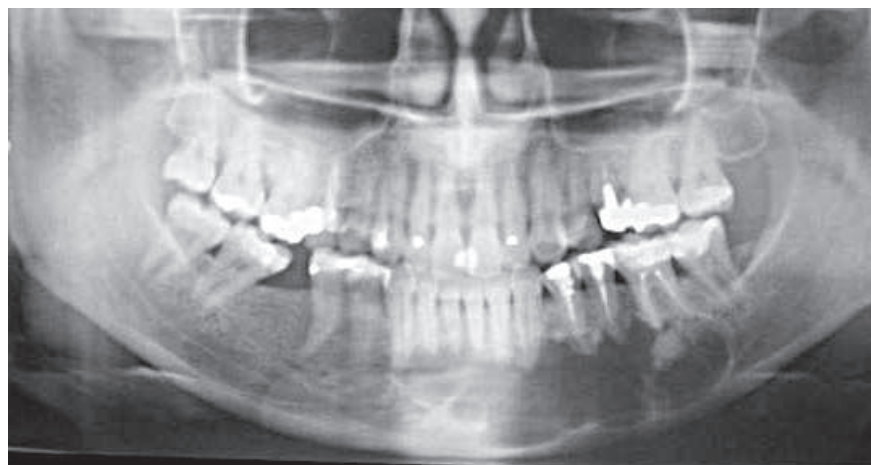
Radiografia panorâmica mostrando a extensão da lesão
